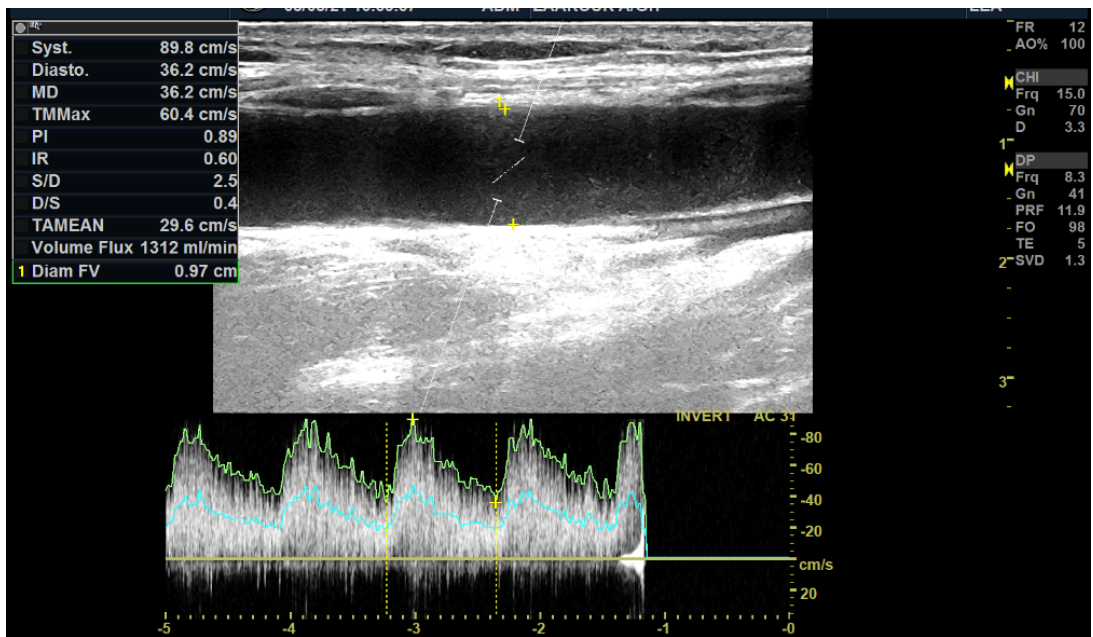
Doppler pulsé montre une augmentation du débit à 1312ml/min
